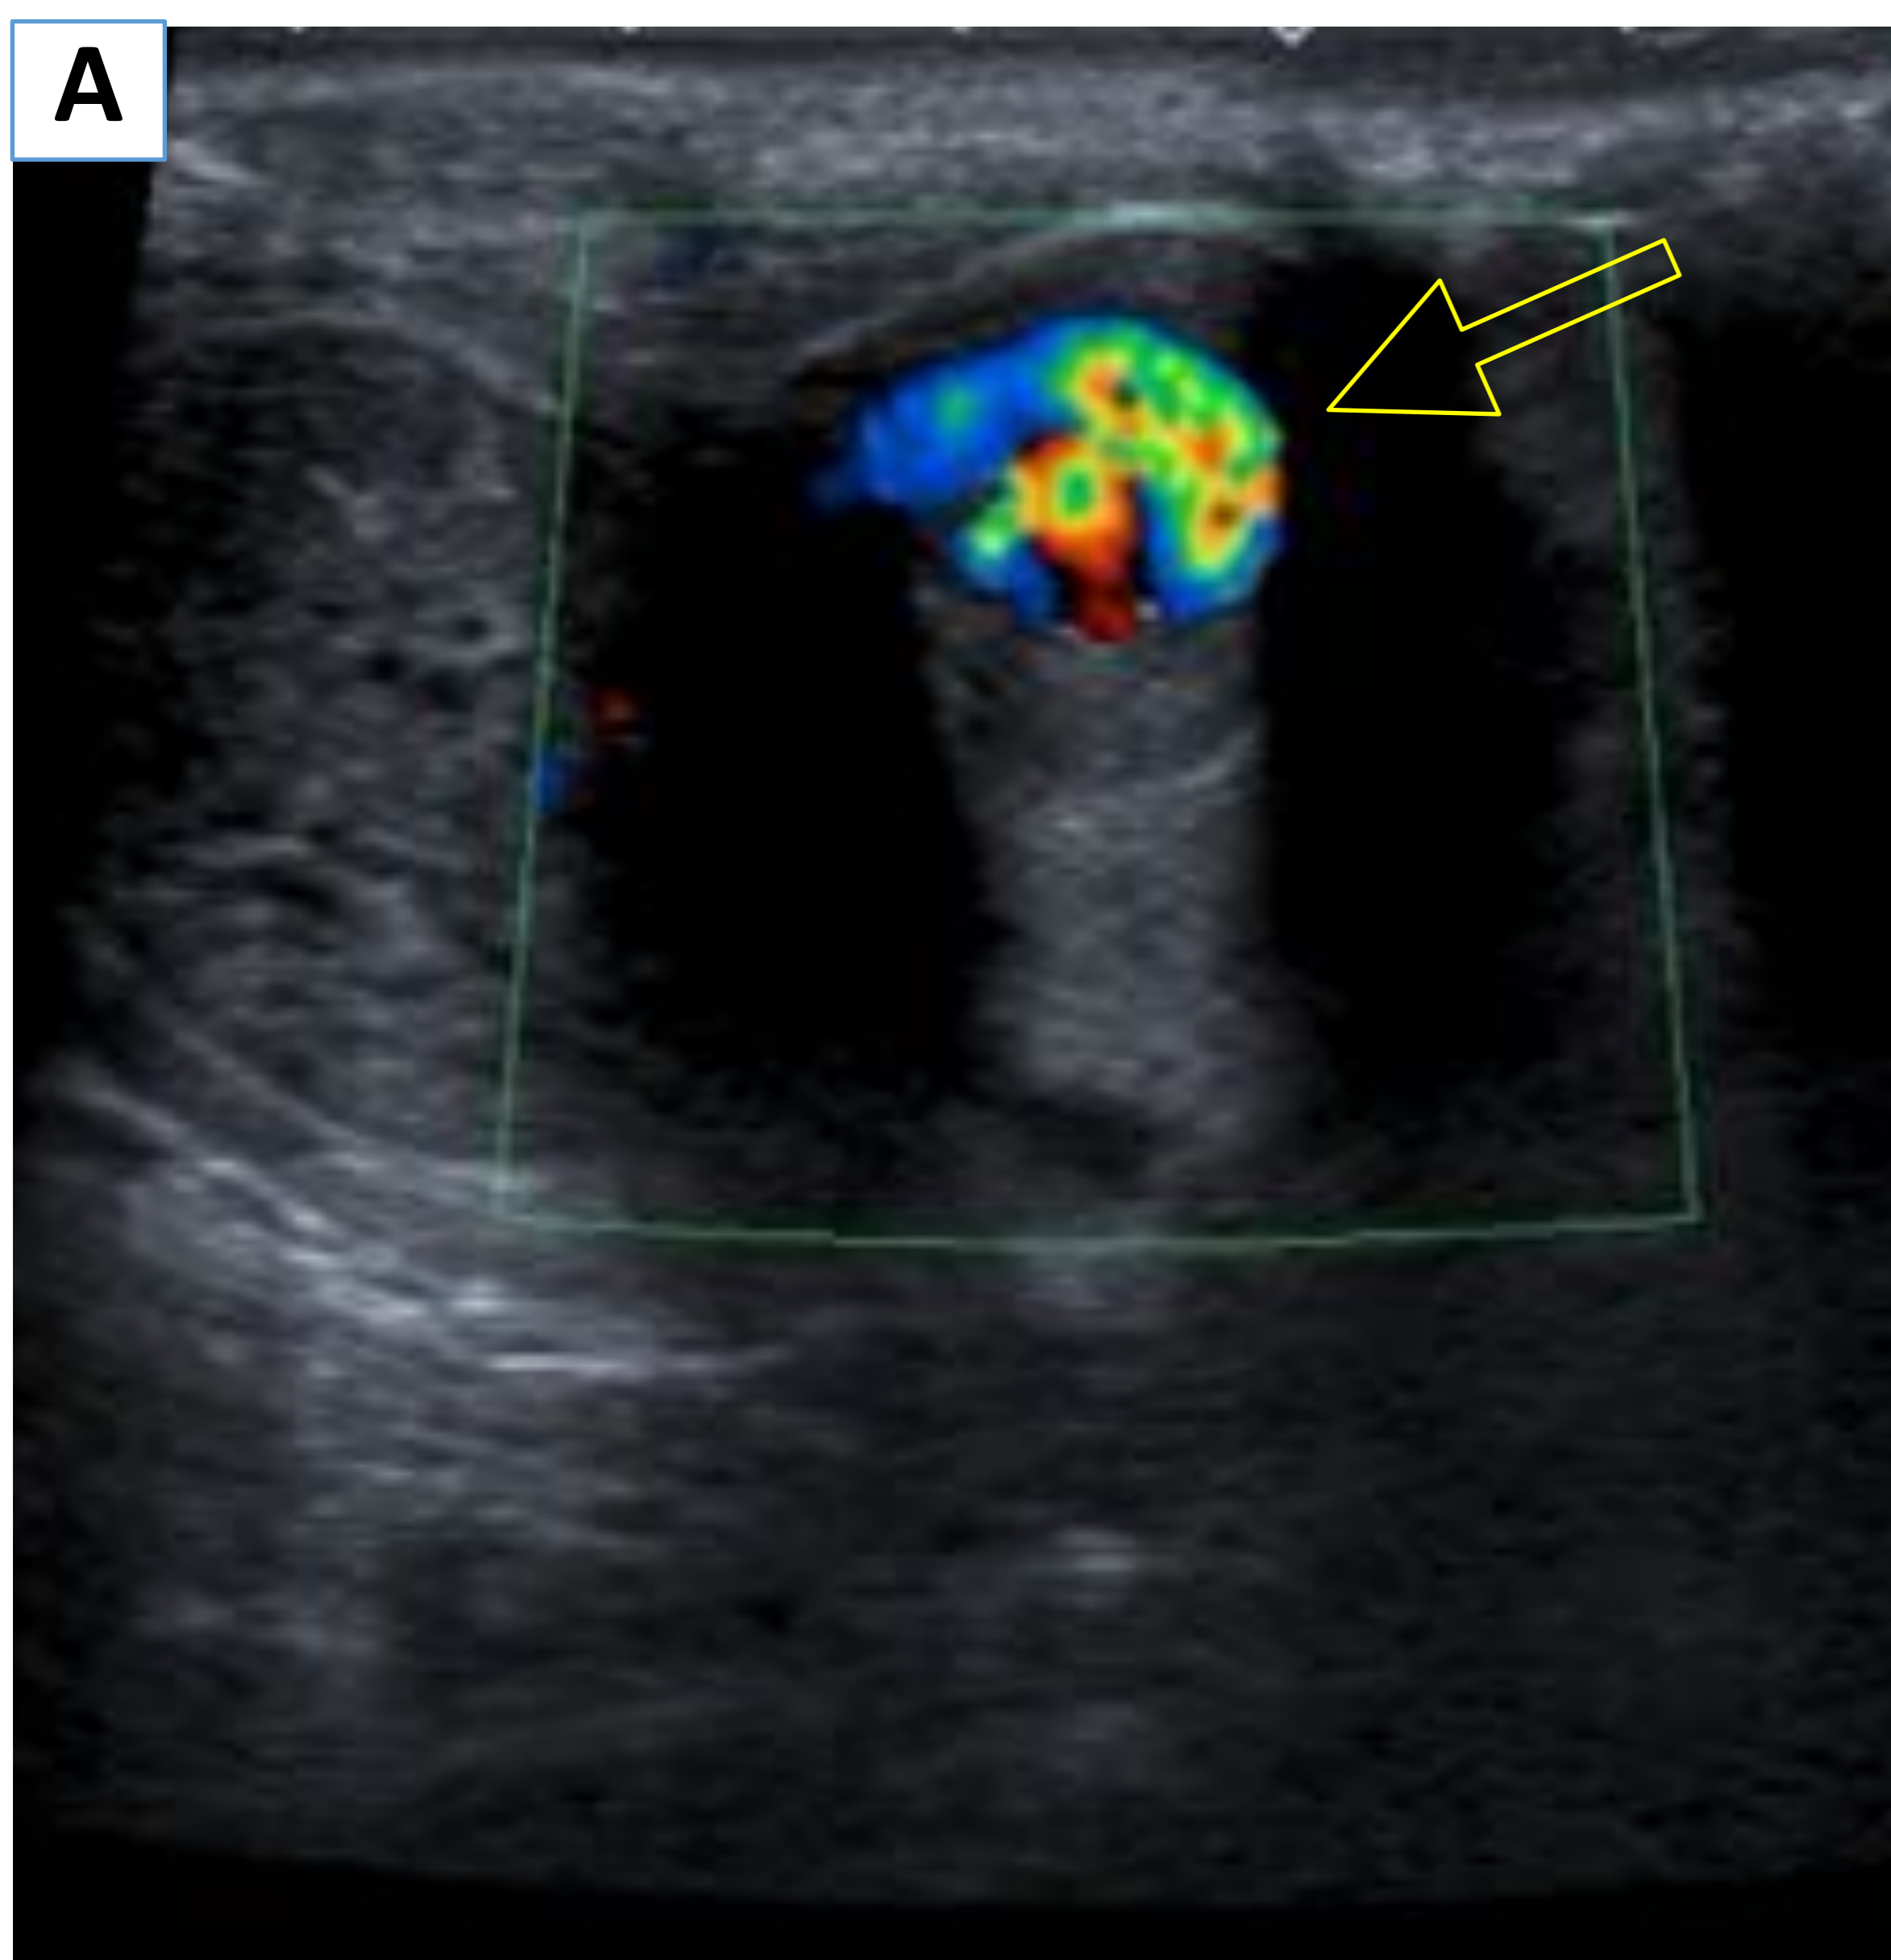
Varón de 58 años que acude a Urgencias por erección mantenida y parcial del pene de dos días de duración, no dolorosa. El paciente tuvo antecedente traumático una semana antes debido a un accidente en su motocicleta. Ecografía Doppler Color en plano transversal (A) y Doppler espectral en plano longitudinal (B). Se identifica un flujo turbulento de la arteria cavernosa izquierda (→), que muestra en el Doppler espectral un patrón de baja resistencia, con aumento de las velocidades tanto sistólica como diastólica, en relación con pseudoaneurisma peneano.
